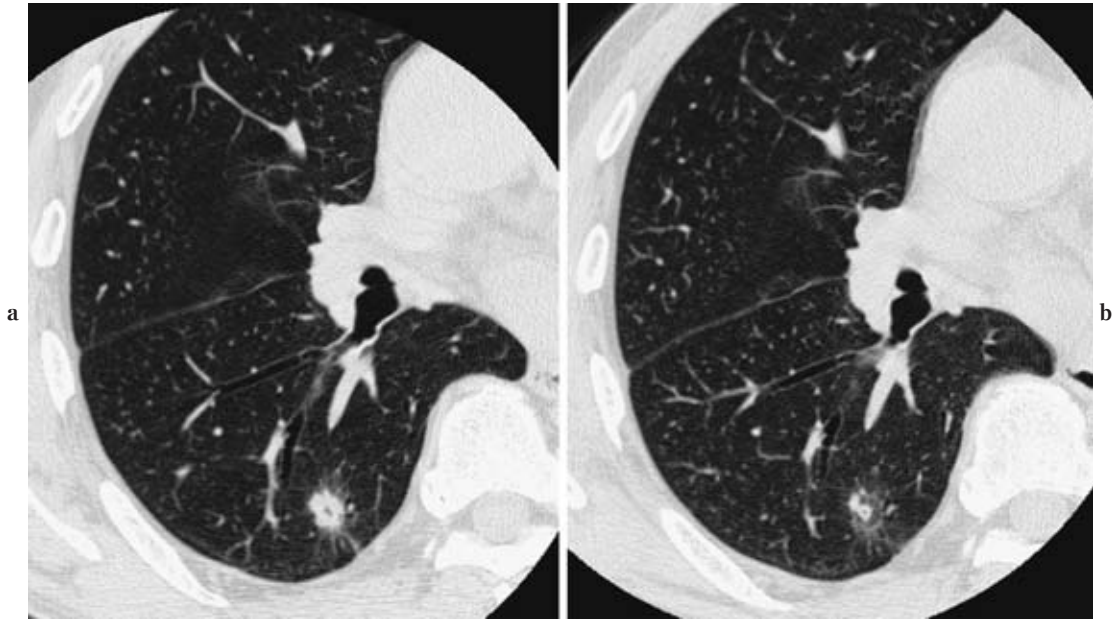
Focal pneumonia. (a) CT image shows a solid nodule with pleural indentation in right S⁶. (b) The nodule changed to mixed GGO on CT image 1 month after.
